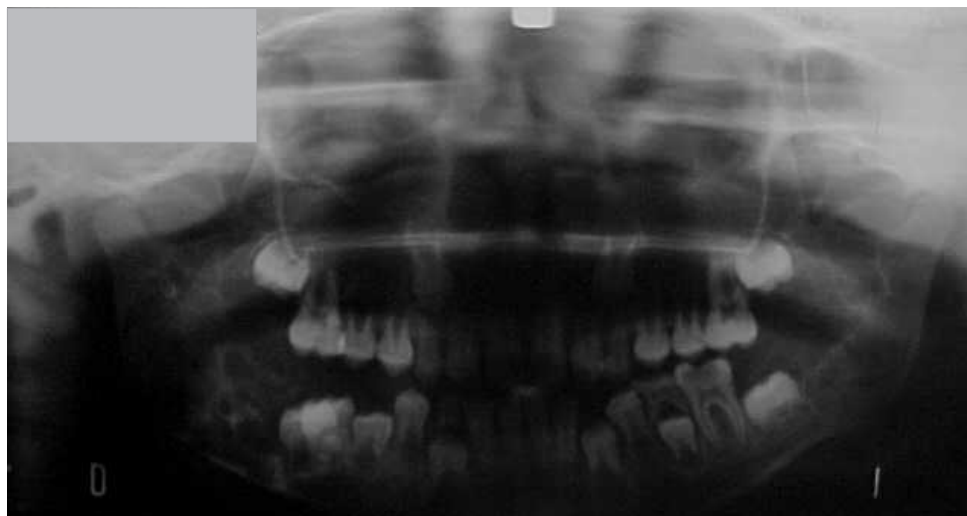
Radiografía Panorámica (ortopantomografía).
